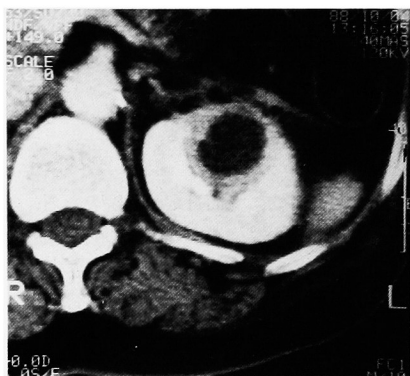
Post-contrast CT scan showed rounded hypodense focus occupies lateral aspect of upper-pole of left kidney. Central, small, low-density area is consistent with early liquefaction.
